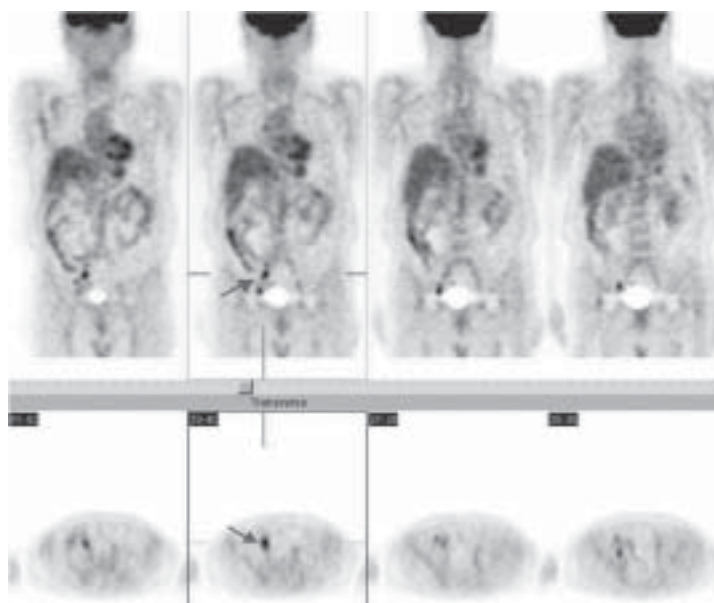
Paciente 105. Hombre 55 años, MM talón derecho operado. PET FDG (+) focos ilíacos derechos. Bp ganglios ilíacos (+) para metástasis.
